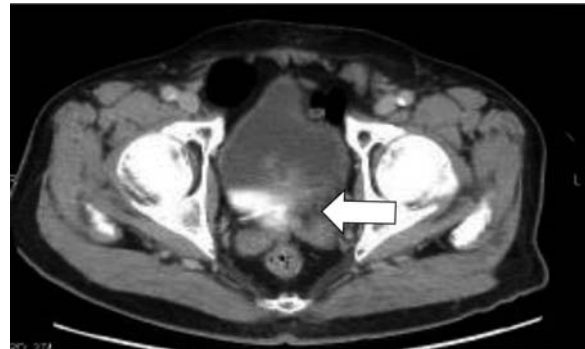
Bladder tumor on the right wall shown by contrast-enhanced computed tomography (arrow).
